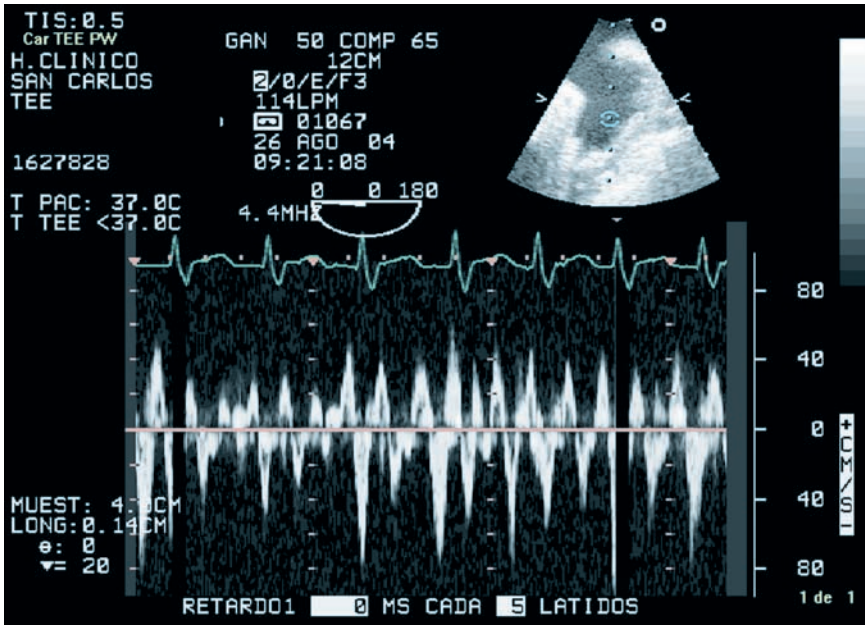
Flujo en la entrada de orejuela izquierda, medidos con doppler pulsado, en estudio transesofágico.
